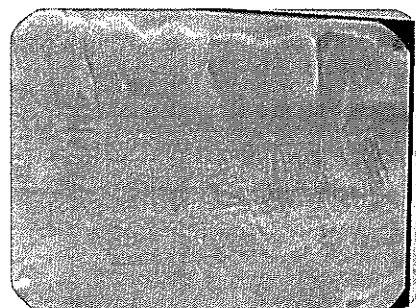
C. 비표준화 방사선 사진 쌍을 IDL로 쓴 프로그램으로 대조도 및 기하학적 보정한 후 공제한 결과이다.
